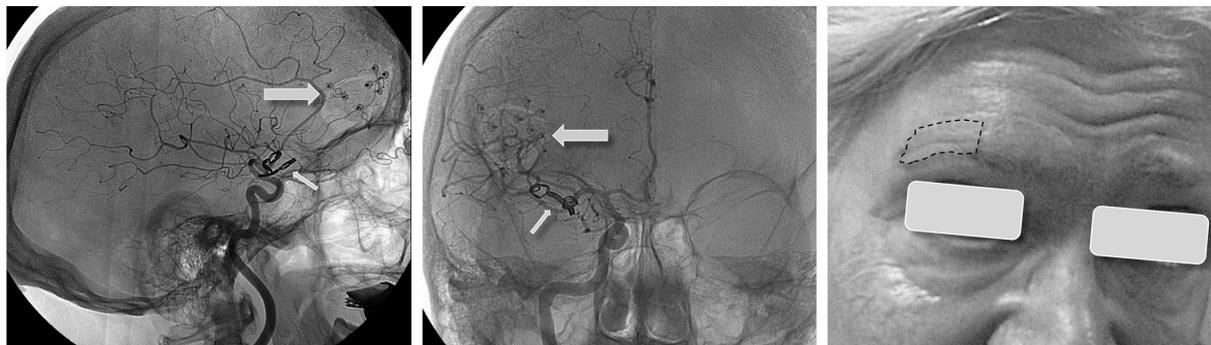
Darstellung einer kleinen Schädelöffnung (sog. Kraniotomie, große Pfeile) im Röntgenbild nach Clipping (kleine Pfeile); Beispiel einer Patientin, die über einen sogenannten „Augenbrauenschnitt“ rechts operiert wurde. Gestrichelt ist die unter der Haut liegende Schädelöffnung angedeutet; das Knochenstück wird nach der Operation wieder eingebracht und befestigt.
